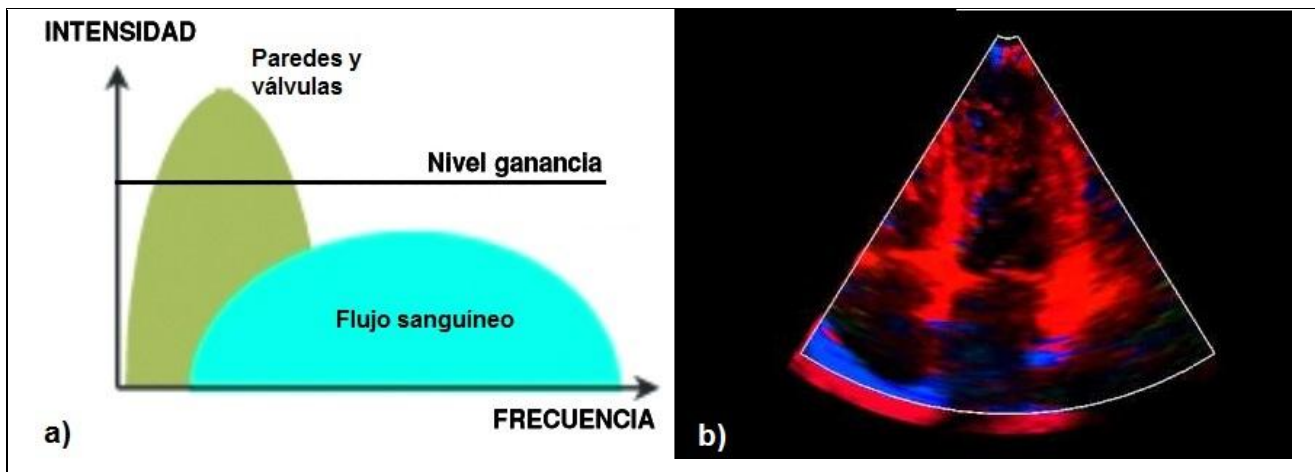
Modo Doppler tisular: a) Nivel de ganancia y b) Miocardio con Doppler Tisular⁴⁰
